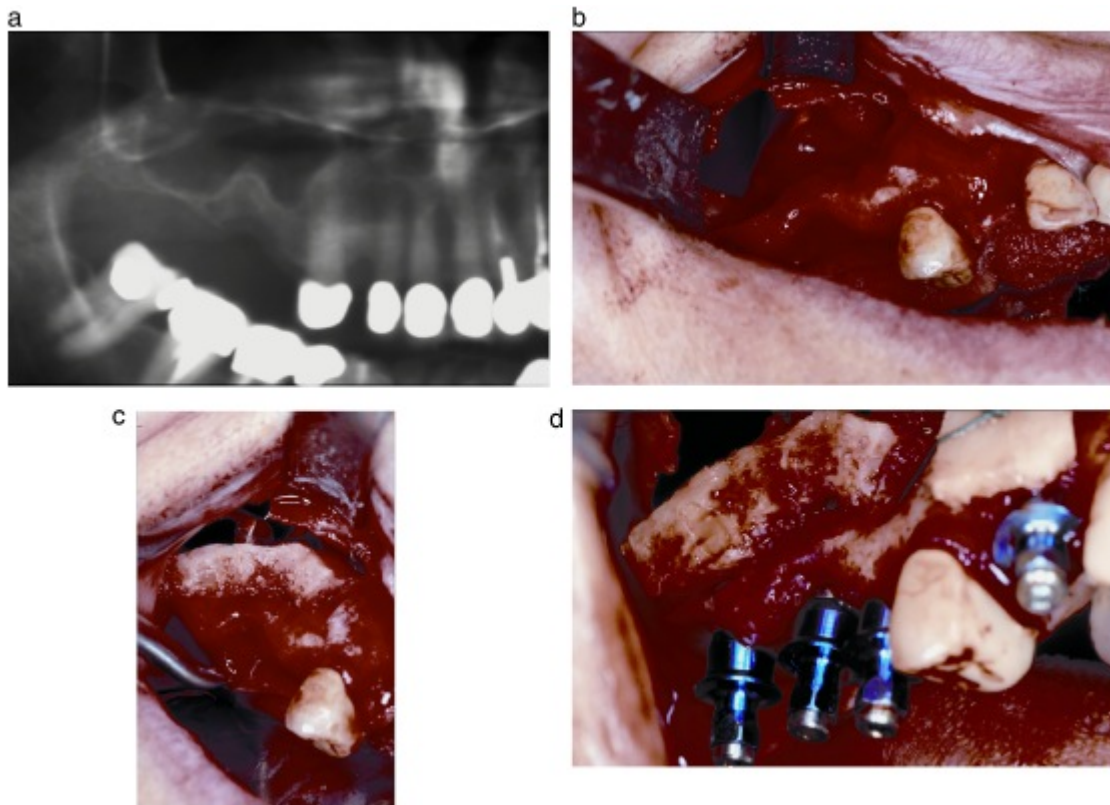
Perfuração de membrana sinusal maior que 10 mm tratada com enxerto de bloco ósseo da mandíbula. (a) Radiografia panorâmica pré-operatória mostrando a presença de um septo na maxila posterior direita. (b) Perfuração de membrana é observada. (c) O bloco ósseo é colocado contra a perfuração para reparar a membrana sinusal. (d) Estabilização do bloco ósseo com três implantes usados para alcançar a estabilidade inicial do enxerto e dos implantes.
